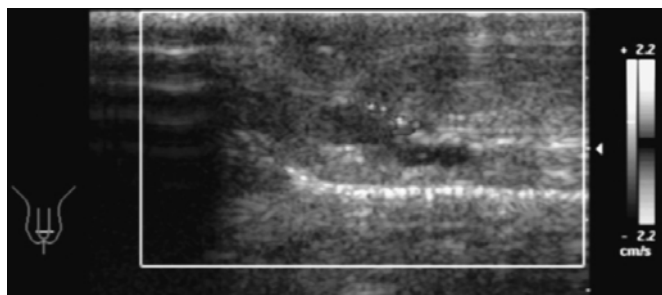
Ultrasonido Doppler donde se observa trombo en el trayecto de la vena dorsal superficial del pene.
